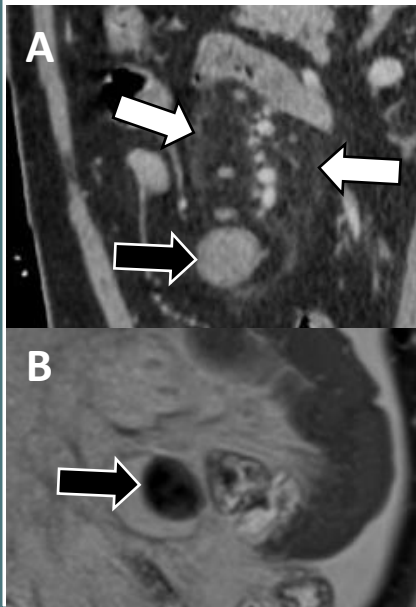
(A) TC sagital portal muestra paniculitis mesnetérica (*flecha blanca*) con lesión nodular de partes blandas bien definida (*flecha negra*).
